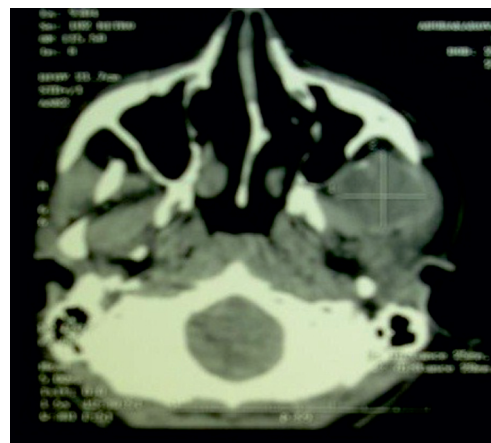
КТ черепа. Слева рецидив опухоли околоушной слюнной железы с прорастанием в височную ямку и верхнечелюстную пазуху с разрушением передней, нижней и латеральной стенок верхнечелюстной пазухи
